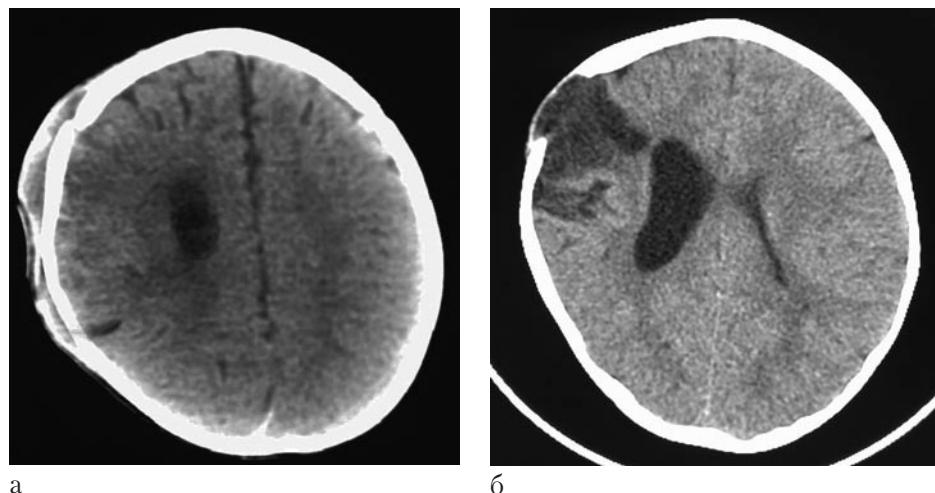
Ребенок В., 7 мес – закрытая ЧМТ, линейный перелом лобной и теменной костей слева, ушиб мозга тяжелой степени. КТ: а – через неделю после травмы; б – через 4 нед после травмы.
